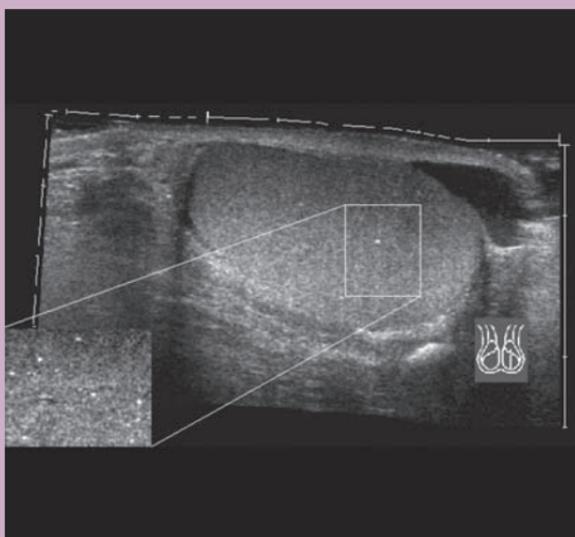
Ecografía longitudinal del testículo derecho. Microlitiasis testicular que se observa sólo en ampliación.
